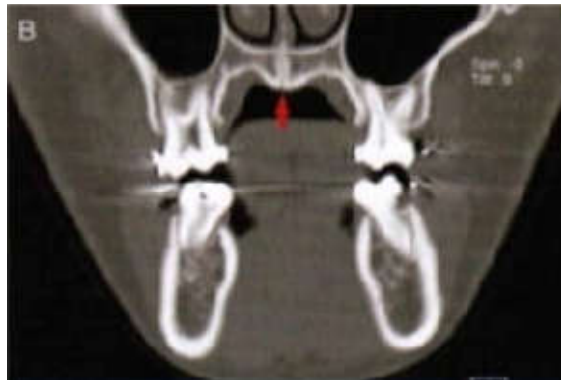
Tomographie longitudinale.^[24]
